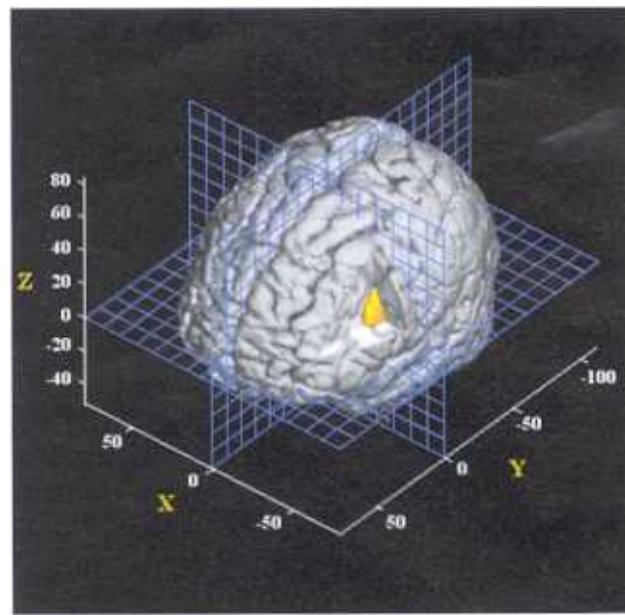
Billedet viser aktivering af den venstre præmotoriske cortex ved kategorisering af manipulerbare vs. ikke-manipulerbare genstande. PET-undersøgelse hvor PET-billedet er lagt oven på et strukturelt MR-billede.
